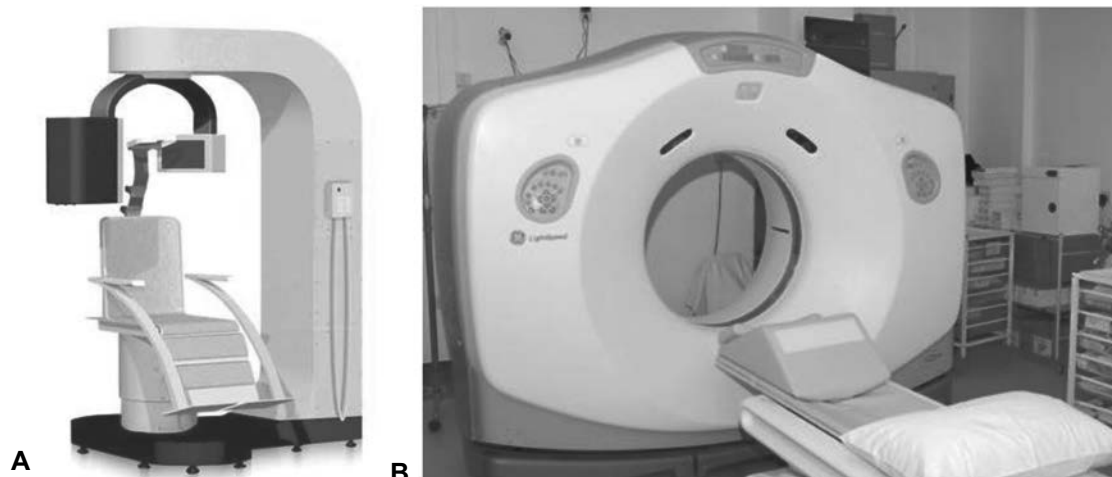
El equipo necesario para una tomografía *Cone beam* (A), es más compacto que el utilizado para la TAC convencional (B).
